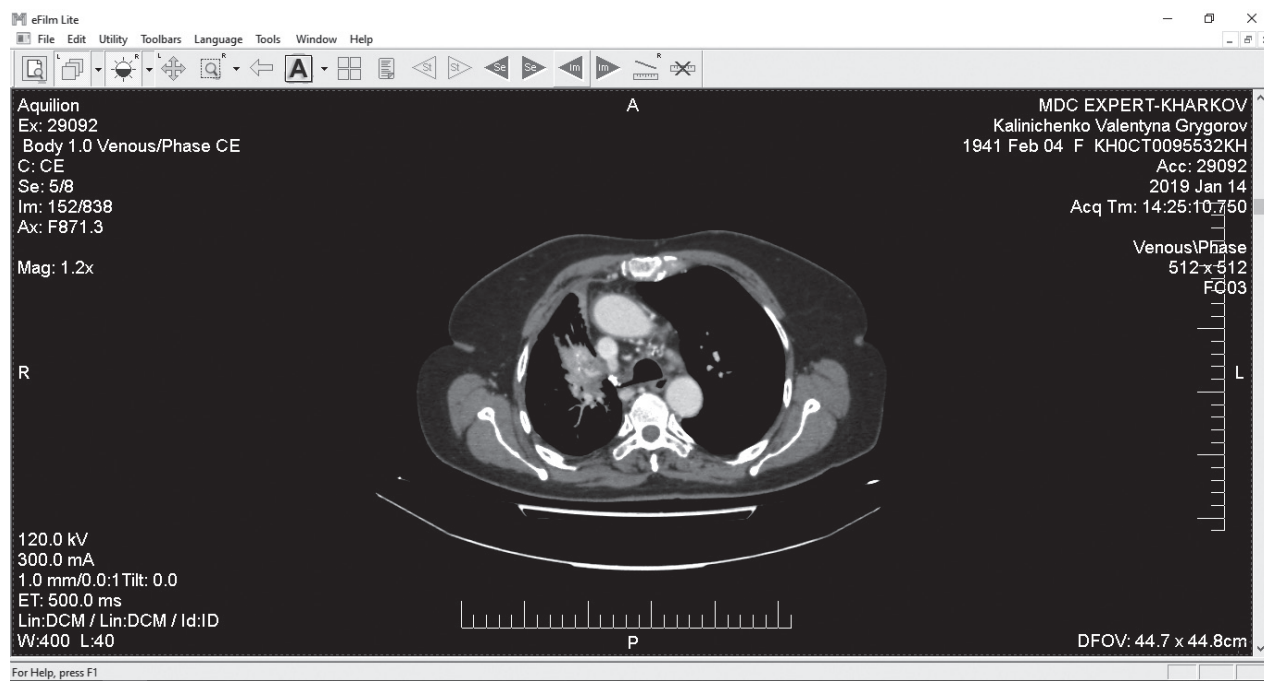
Комп'ютерна томограма органів грудної клітки та середостіння хворої К.
